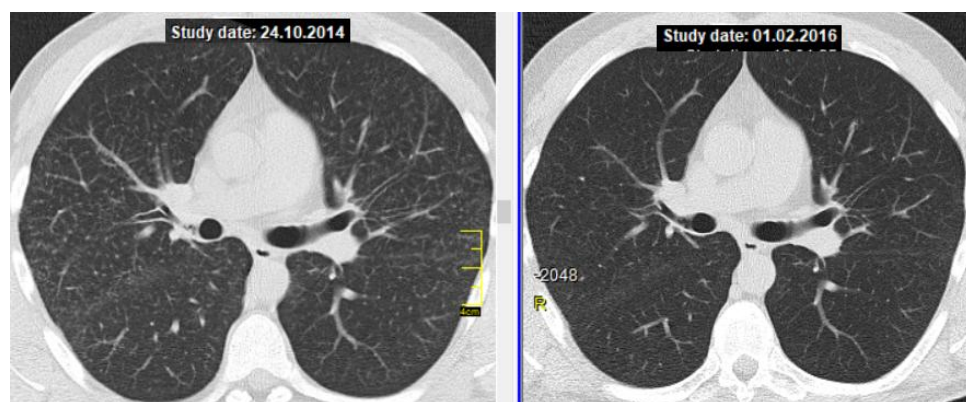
КТ хворого Т., 25 років. Ліворуч – до лікування, праворуч – після завершення курсу ГКС-терапії, клінічне одужання.
